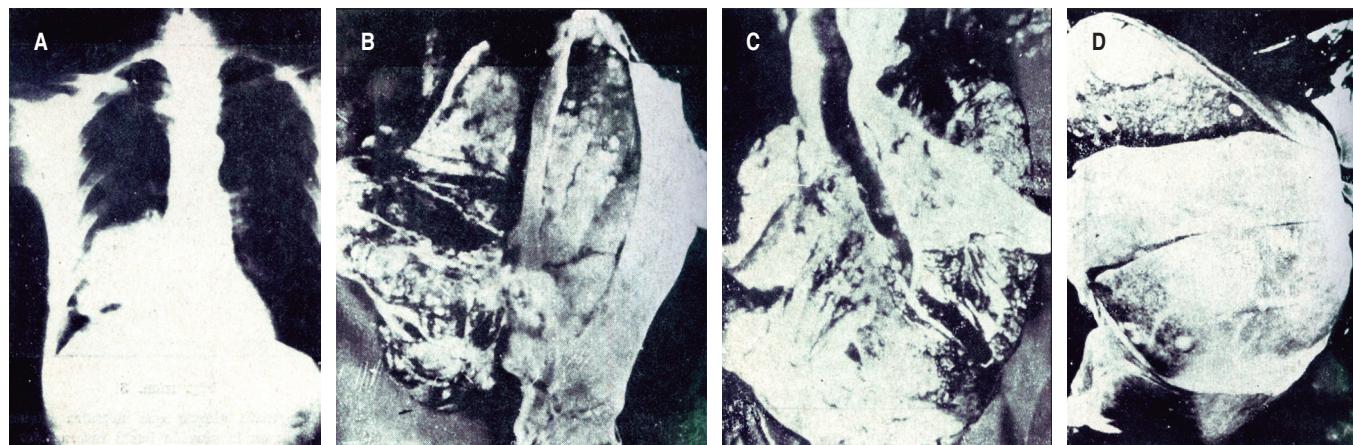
Imágenes originales de artículo publicado en *NCT* en 1944: «*Nuestra experiencia en el cáncer primitivo pulmonar*» de Julián González Méndez y Alejandro Celis del Hospital General de México.³ A) Muestra una radiografía simple con opacidad en la región hilar y basal derecha debido a un carcinoma endobronquial, al paciente se le practicó una neumonectomía total derecha. B) Se observa una fotografía del corazón y pericardio del mismo caso anterior con nódulos metastásicos. C) Muestra la pieza de autopsia del caso expuesto un año después de operado y se aprecia la ausencia del pulmón derecho; también se muestra una fotografía (D) del hígado con nódulos metastásicos.
